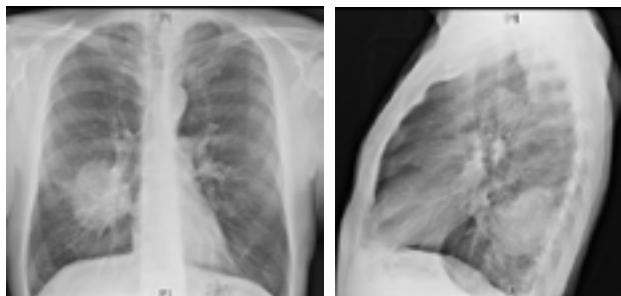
Masa pulmonar derecha en radiografía de tórax
